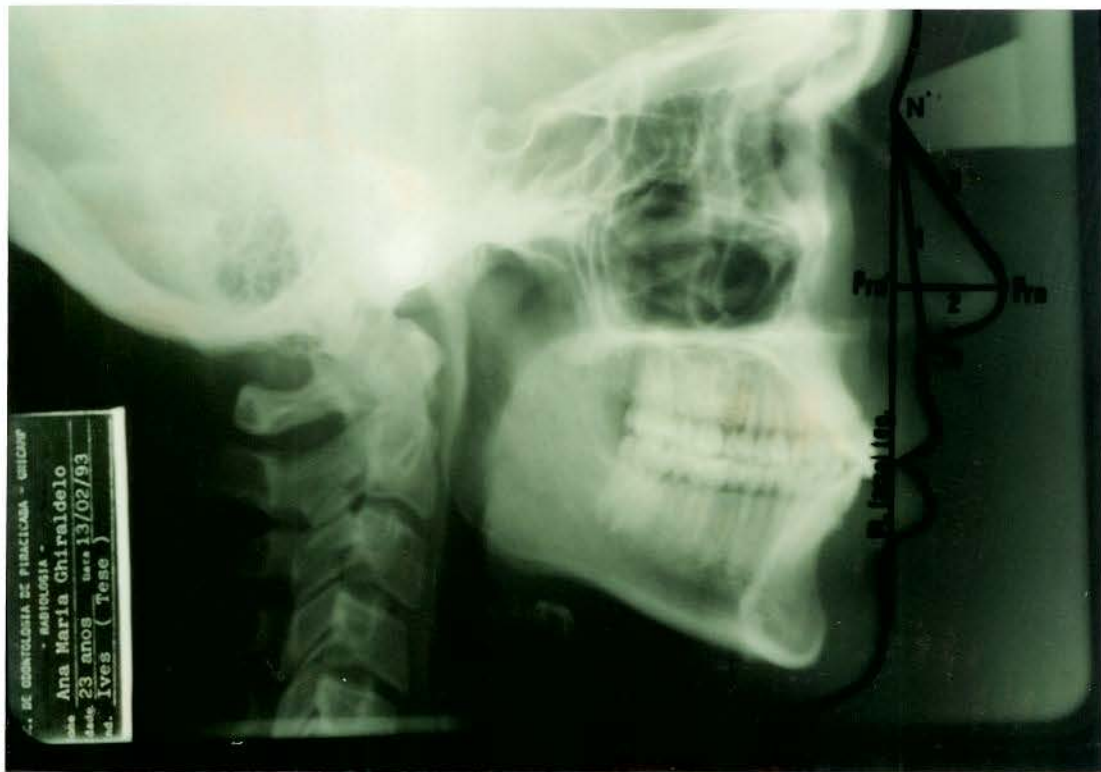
Fotografia de uma telerradiografia com o respectivo cefalograma, ilustrando as grandezas lineares consideradas neste estudo:
